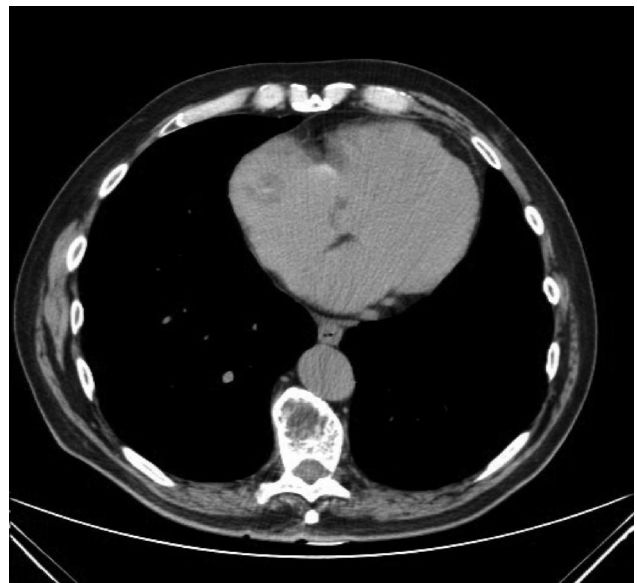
TAC torácica de control. Corte coronal. Masa auricular derecha. Disminución de tamaño con respecto a imagen previa.
